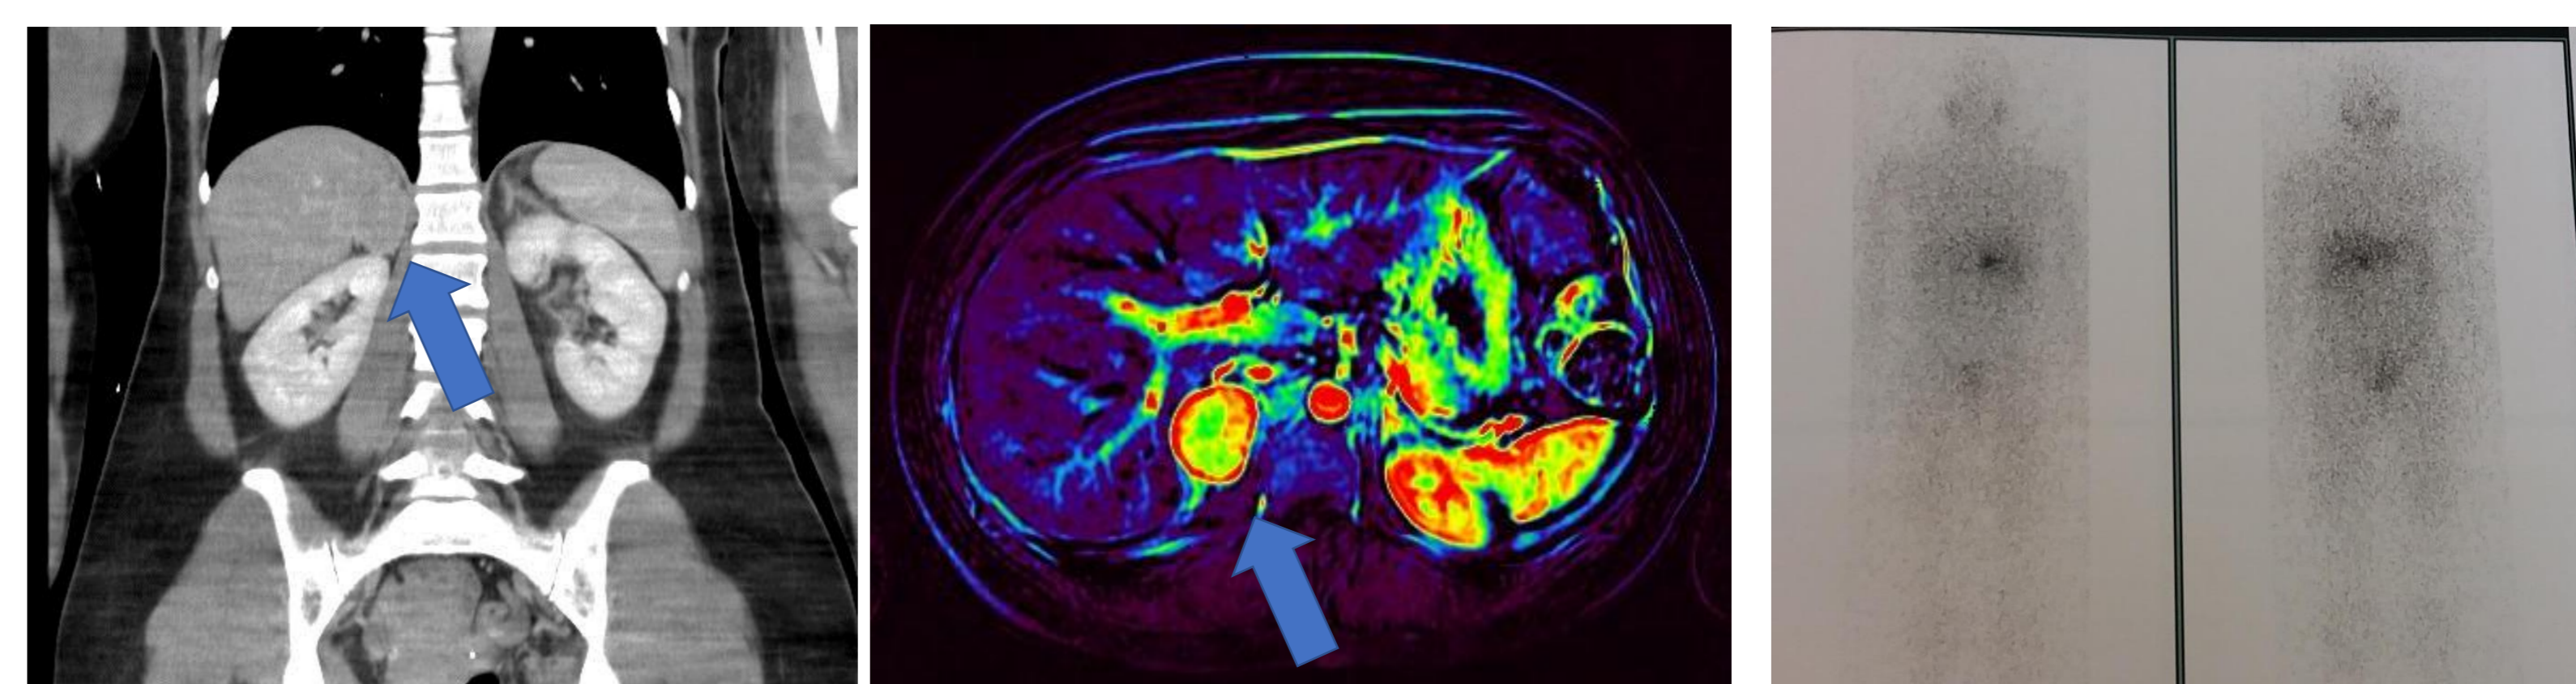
TC abdome (A) , RM abdome c/ mapa de perfusão (B) e cintilografia MIBG (C) evidenciando o nódulo em supra-renal direita.
